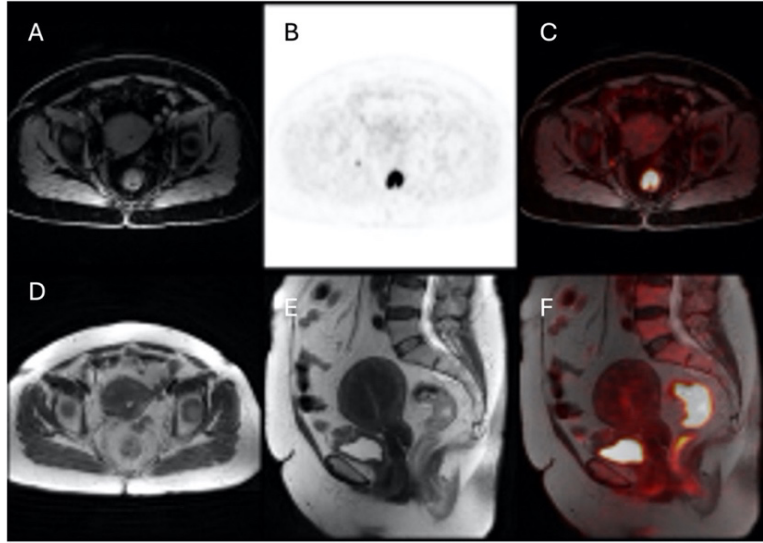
Rektum kanseri tanılı hastanın F-18 FDG PET/MR görüntüleri. Aksiyel T1A (A), FDG PET (B), PET-T1A füzyon (C) ve T2A (D) görüntülemelerinde rektumda lümeni daraltan, yoğun düzeyde F-18 FDG tutulumu gösteren DAG (b=1000) (E) ve ADC haritasında (F) belirgin difüzyon kısıtlamasının eşlik ettiği primer tümöral lezyon izlenmektedir
